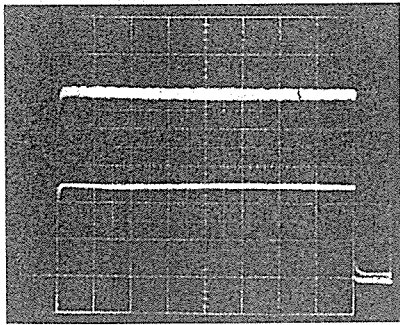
인버터 방식 X선 발생기의 관 전압, 관전류 파형 (70KVp, 10mA)
